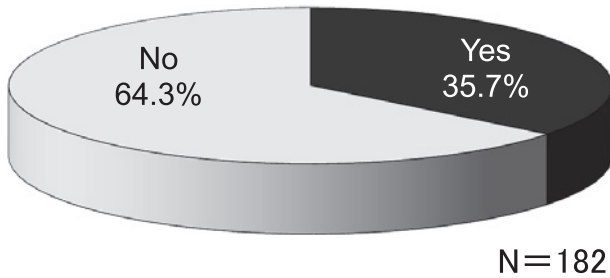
Schedule to move to low-dose CT.
